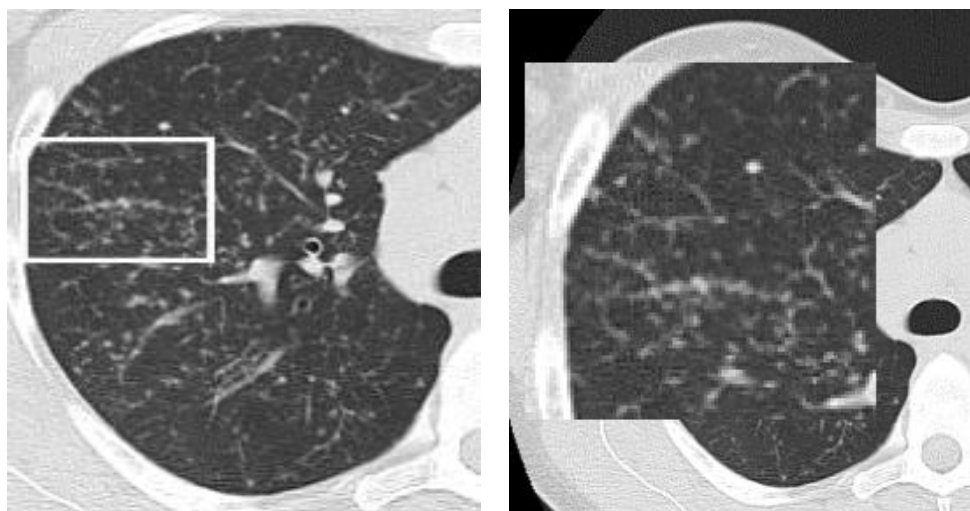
КТ хворої О., 47 років: саркоїдоз II стадії; зліва – потовщення інтерстиціальних структур, праворуч – те саме в режимі збільшення виділеної ділянки
